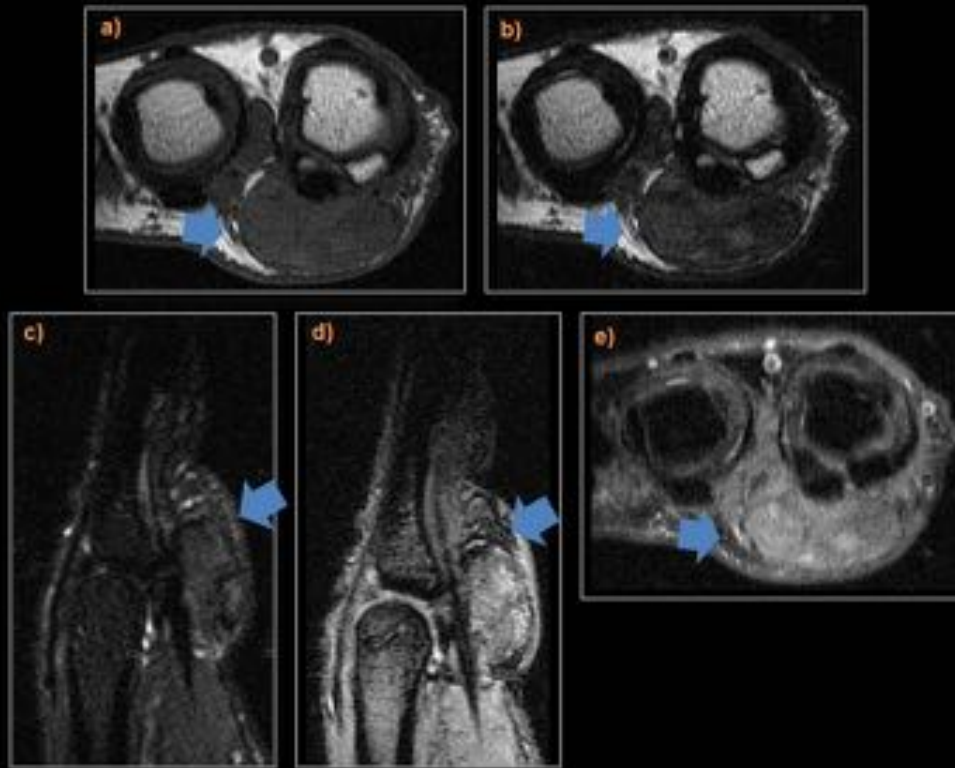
Tumoraación de partes blandas ovalada situada en el tejido celular subcutáneo palmar, subyacente a la primera articulación metacarpo-falángica, en íntimo contacto con el tendón flexor. Muestra una baja señal de resonancia en todas las secuencias (axial T1 (a), axial T2 (b), sagital STIR (c), con áreas periféricas marcadamente hipointensas en T2 GRE secundarias al depósito de hemosiderina (d). Leve realce en secuencias postcontraste (e).
